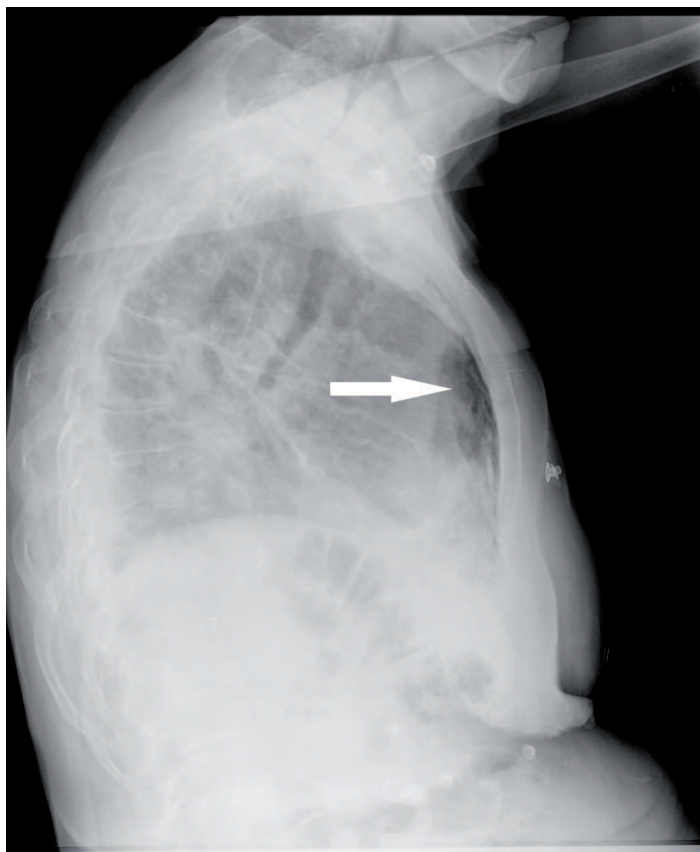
Radiografía lateral de tórax donde se observa, señalado por la flecha, el enfisema subcutáneo.
